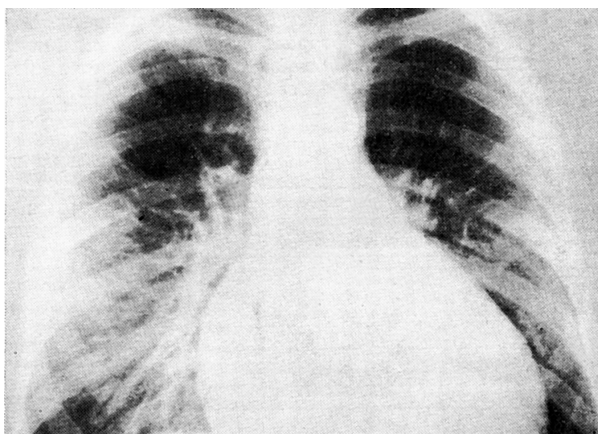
Рентгенограмма грудной клетки больного Б. до операции
